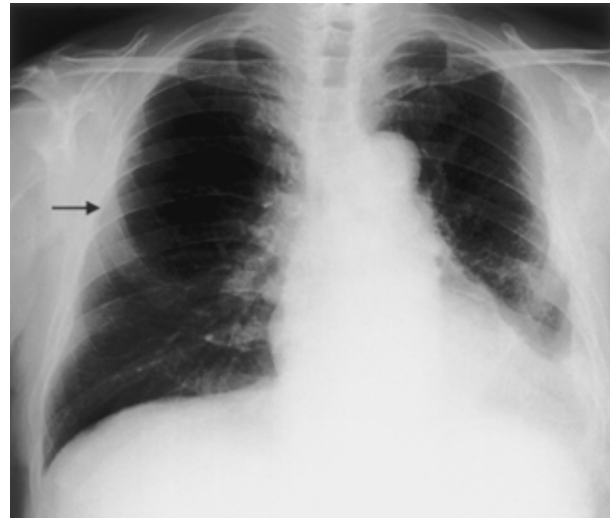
Chest X-ray shows post-operative changes in the left lower lung field. No tumor shadow is clearly detectable in the right upper lung field.
